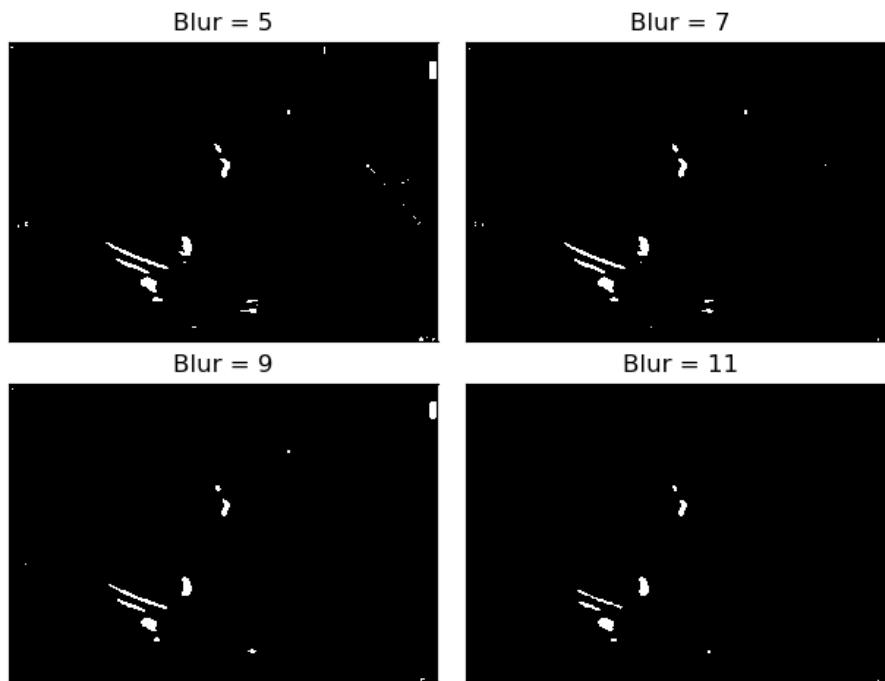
Binarização de uma imagem de ecocardiografia, para cada tamanho do parâmetro kernel aplicado – O círculo vermelho representa o nosso ROI (válvula aórtica)
